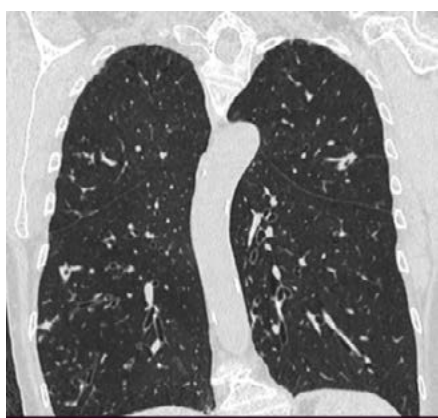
МСКТ ОГК 10.02.2024 г.
